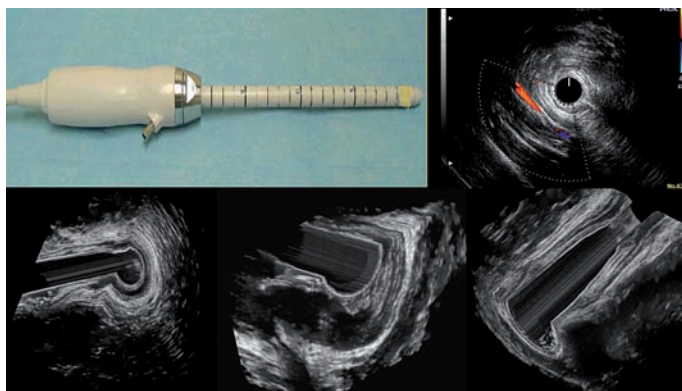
ECOGRAFIA 3D. Acquisizione endocavitaria con scansione rotatoria a 360°.
